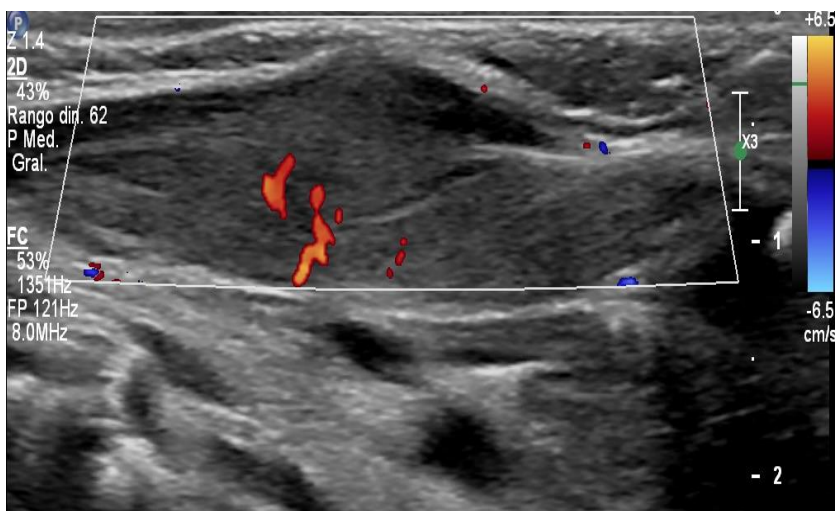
Músculo esternocleidomastoideo derecho muestra engrosamiento de su vientre dando aspecto fusiforme heterogéneo con incremento de la vascularización al estudio Doppler color (Vista sagital)
